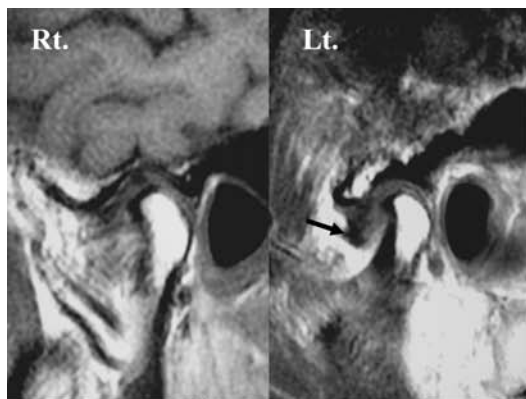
MRI of the temporomandibular joint (TMJ). Sagittal closed-mouth image of the left TMJ showing fold of the disk without displacement (arrow).
